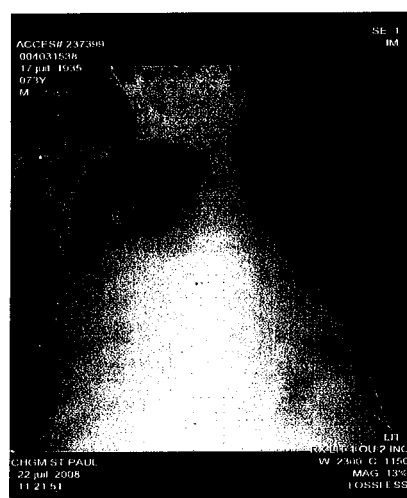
Radiographie pulmonaire
